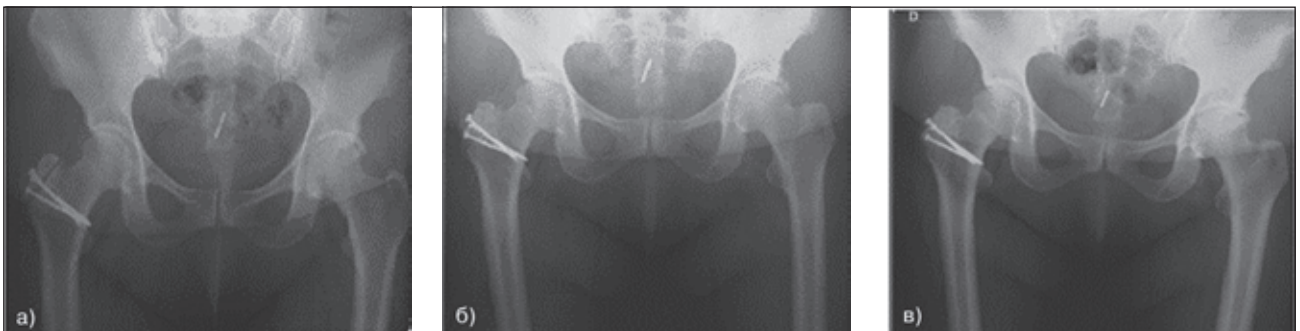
Фото рентгенограм стегнових кісток. Відсутність консолидації перелому протягом 12 місяців після остеотомії і встановлення штифтів (а), консолидація через 3 (б) і 6 місяців (в) лікування Бівалосом
